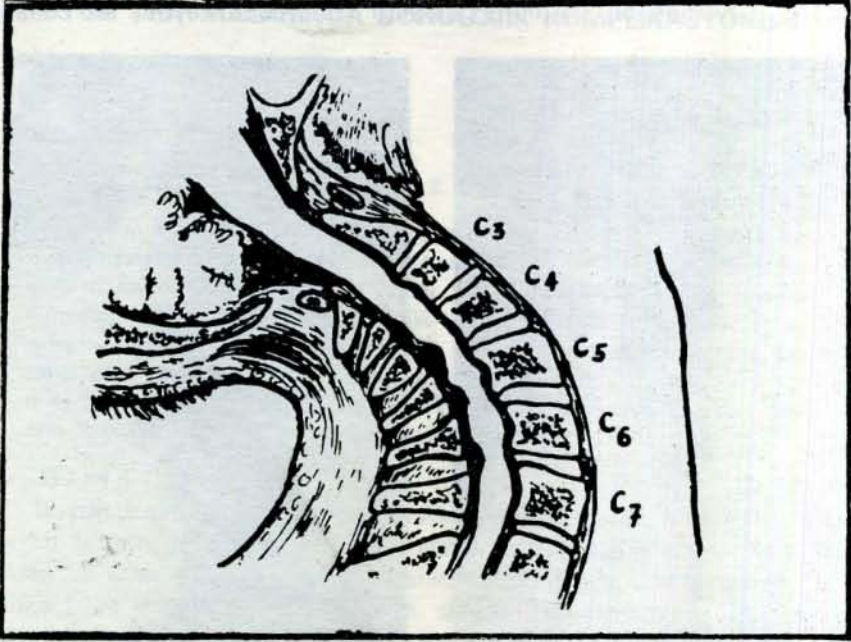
2 — C₅-C₆ vertebraları arasında tek taraflı yarı dislokasyon ve kuadripleji olan hastanın radyografisi.
